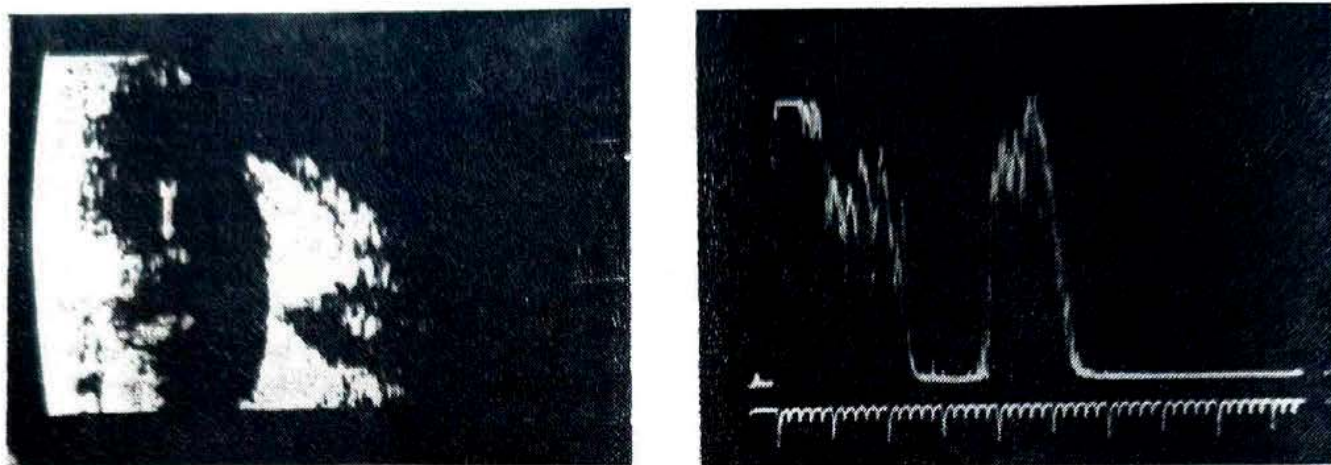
ECOGRAFIAS DA PERSISTÊNCIA DO VÍTREO PRIMÁRIO HIALOÍDEO. Nota-se logo atrás do cristalino, presença de ecos de pequena e média altura (ecografia "A") e brilho (ecografia "B") que diminuem progressivamente de altura e intensidade à medida que se avança na cavidade vírea.
